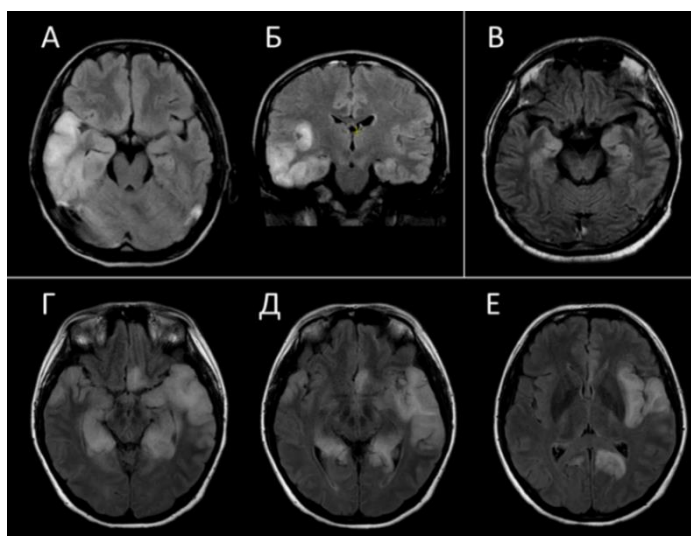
МРТ пациентов с анти-NMDAR АЭ, T2-FLAIR. А (аксиальный срез) и Б (коронарный срез) – зона повышения интенсивности МР-сигнала в передних отделах височной доли и островке справа; В (аксиальный срез) – гиперинтенсивный МР-сигнал от медиобазальных отделов височных долей; Г-Е (аксиальные срезы) – зоны повышенного МР-сигнала в медиобазальных отделах височных долей, парагиппокампальных регионах, островке слева, парасагитально в левой затылочной области и в базальных отделах левой лобной области.
